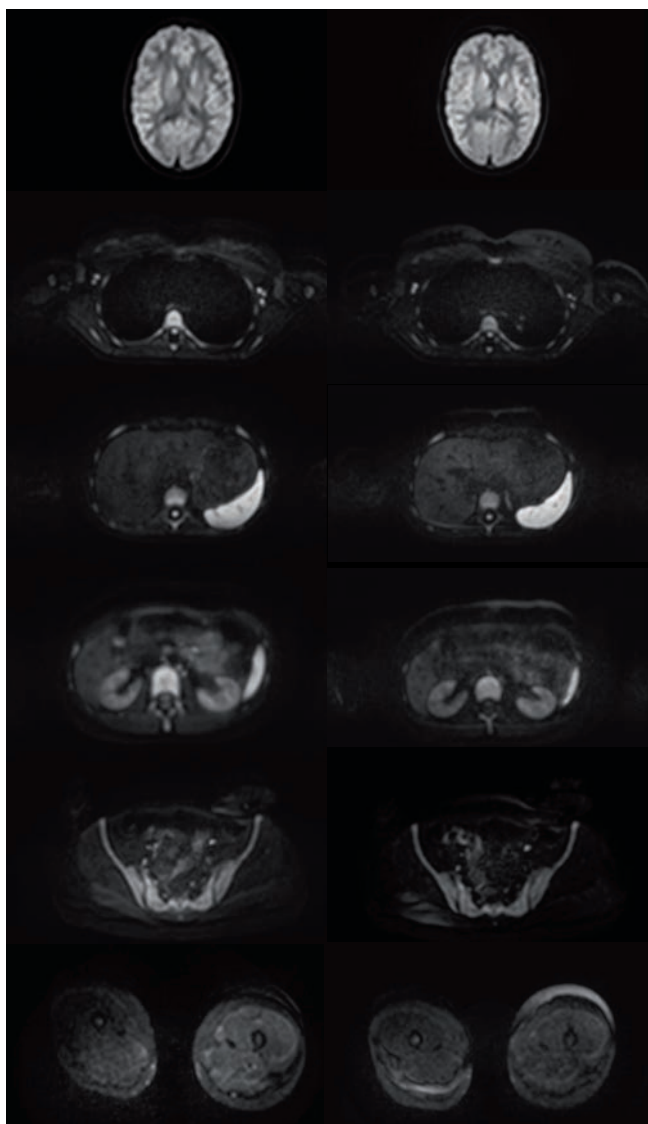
Vergleich der Standard-DWI-Sequenz (li.) und SMS-DWI-Sequenz (re.) mit b800 im Ganzkörper-MRT, ausgewählte Schichten von Schädel, Thorax, Oberbauch, Nieren, Becken und Oberschenkel. Es zeigen sich in allen Bereichen vergleichbare Bildqualitäten.
